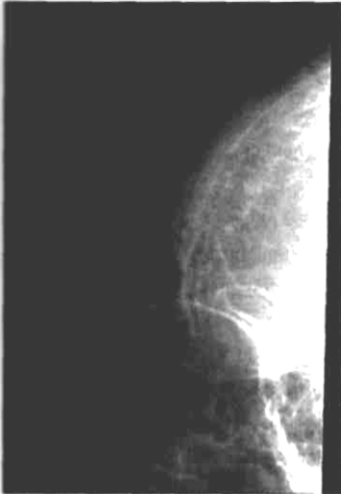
Цифровая рентгенограмма лобной пазухи больной Ш. после лечения
